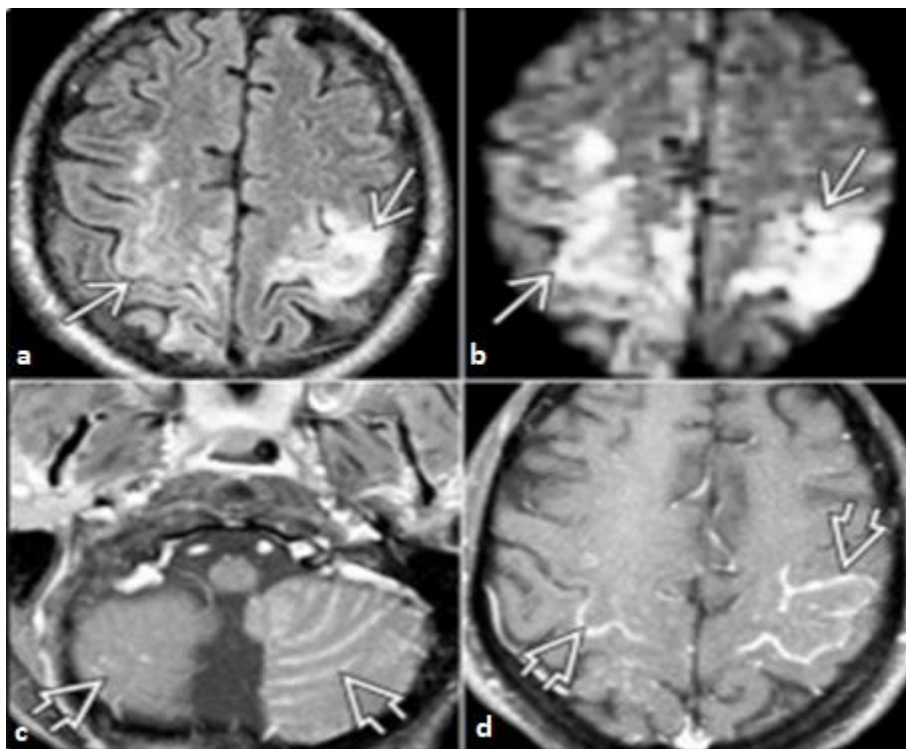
Méningo-encéphalite à CMV chez un homme séropositif de 32 ans. La séquence FLAIR (a) objective montre une anomalie de signal cortico-sous corticale dans les deux lobes pariétaux, avec restriction sur la diffusion (b), la séquence pondérée T1 avec injection du gadolinium montrent un rehaussement des sillons corticaux sus et sous tentoriels (c,d)
